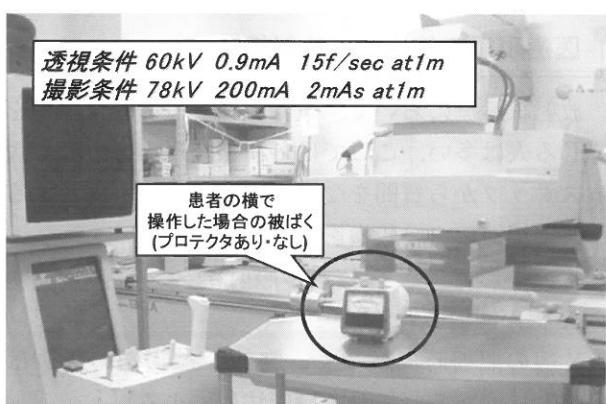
X線TV操作時の医療スタッフの被ばく線量測定
